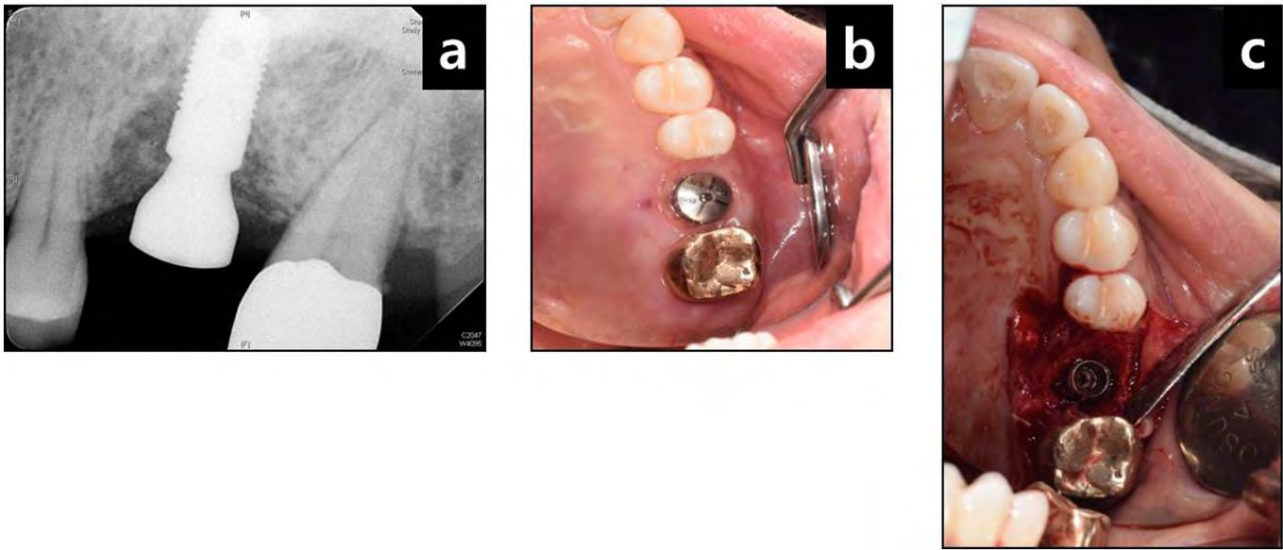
(a) In periapical radiograph, a severe bone loss was seen around the implant positioned at the maxillary left first molar area. (b) Intraoral view: There are gingival swelling, redness, and pus discharge via palatal sinus tract. (c) Flap is elevated, and circumferential bone defect was found.
